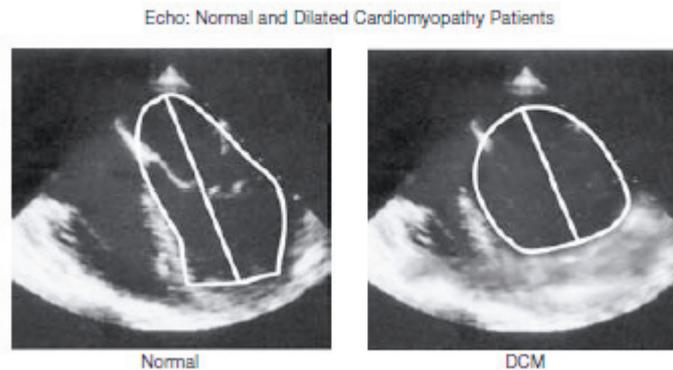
Ecocardiogramma mostrante la differenza fra un cuore normale e uno con cardiomiopatia dilatativa, una conseguenza diretta della dissincronia ventricolare.
